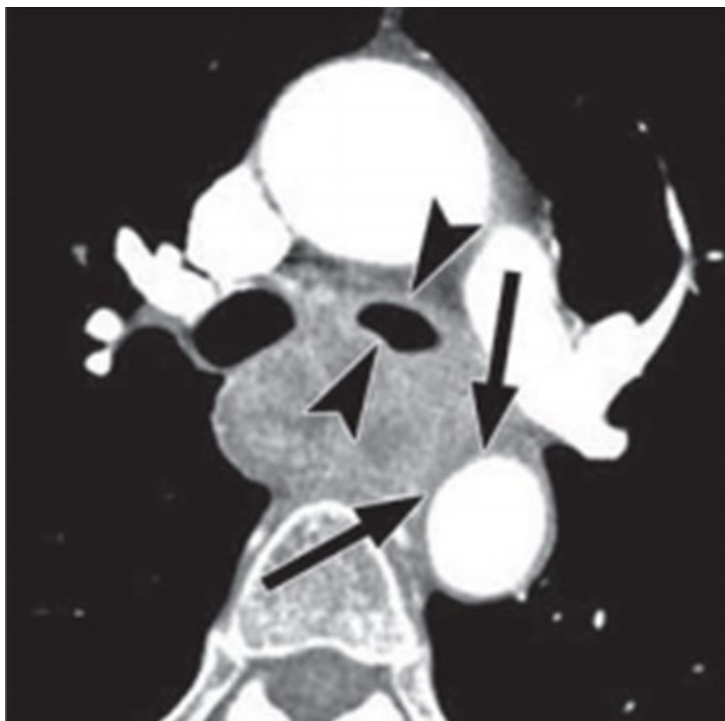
РП с T4N1M0 (III стадия) контрастная КТ. Сканирование, полученное на уровне бронхов, показывает заметное утолщение стенки пищевода с распространением опухоли на параэзофагеальный жир. Диффузно утолщены и сужены стенки левого главного бронха (наконечники стрел). Потеря нормальной жировой прослойки (чёрные стрелки) между пищеводом и грудной аортой, что наводит на мысль о наличии инвазии аорты (оригинальный рисунок).
